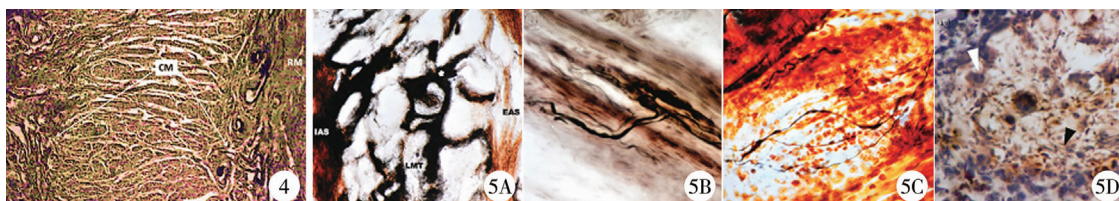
ARMs 患儿直肠末端的组织结构,显示环状平滑肌明显增厚,纤维组织增生(HE 染色, ×100) 注 RM:瘻管附近的直肠黏膜;CM:环状平滑肌 图 5 新生儿及 ARMs 患儿肛周组织中感觉神经末梢分布情况 注 5A:肛管内括约肌与肛门外括约肌间的纵肌管可见 Pacinian 小体(箭头所示)(改良 Bielshowsky 染色, ×200); 5B:新生儿耻骨直肠肌内可见肌梭(改良 Bieishowsky 染色, ×400); 5C:显示高位 ARMs 患儿耻骨直肠肌中的肌梭(改良 Bieishowsky 染色, ×400); 5D:显示直肠前列腺腺患儿的瘻管壁周围的神经节细胞,白箭头示神经节细胞,黑箭头示无髓神经纤维(改良 Bielshowsky 染色, ×400)
